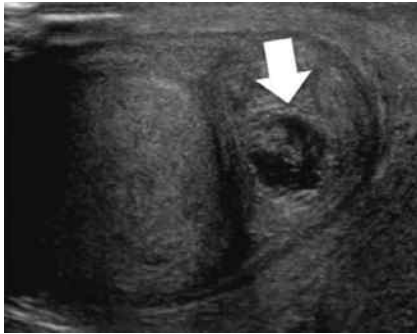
Abscès de la queue de l'épididyme, échographie mode B montrant une collection anéchogène contenant des échos (flèche).
